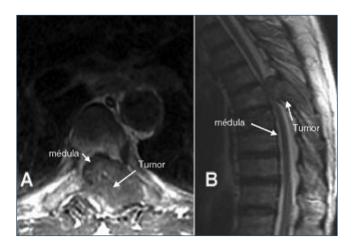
Resonancia magnética nuclear en un paciente con neoplasia renal de células claras. Infiltración metastásica en la vértebra T9 con masa de partes blandas epidural que invade y comprime el cordón medular en corte transversal (A) y corte sagital (B).
